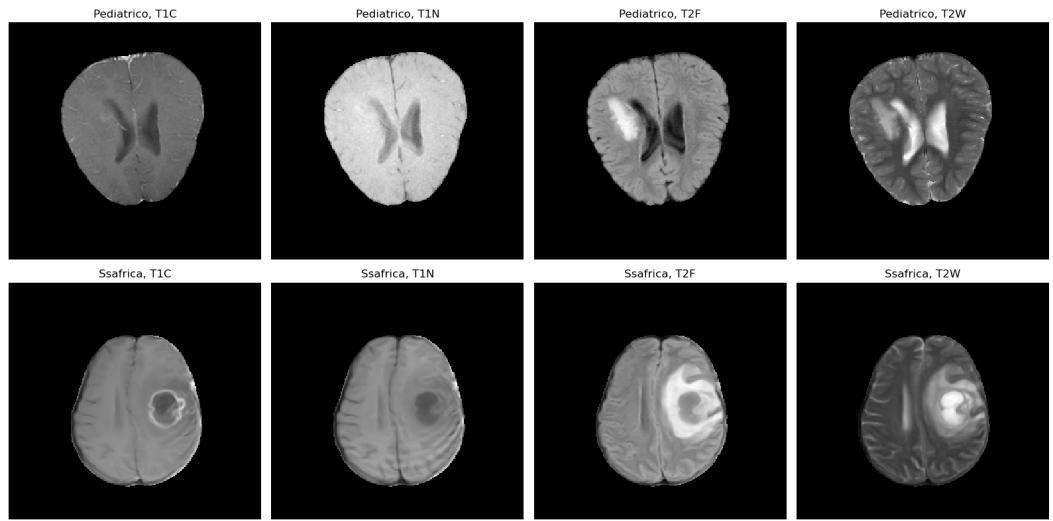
Visualización de imágenes MRI de tumores en niños y adultos de origen africano
